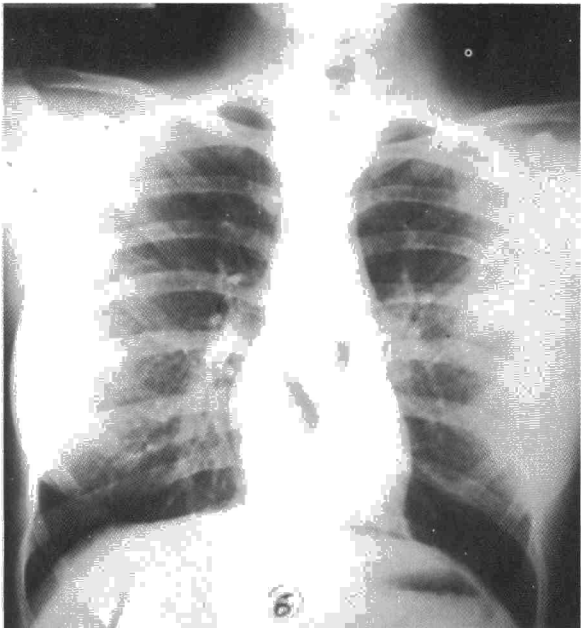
Radiografía de tórax de la paciente anterior una vez resuelta la infección. Se observa una imagen redondeada de densidad homogénea en lóbulo superior izquierdo que corresponde al quiste broncogénico.
